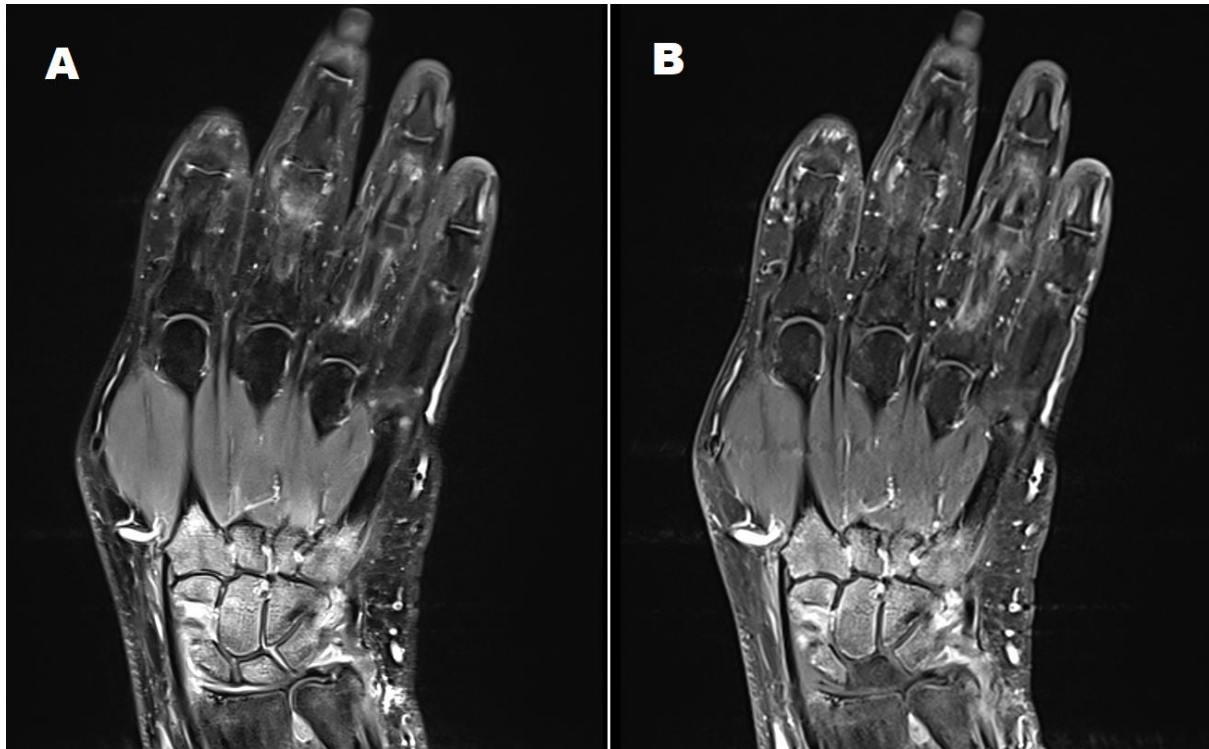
Das Scoring von Knochenmarködemen durch MRT-Sequenzen
